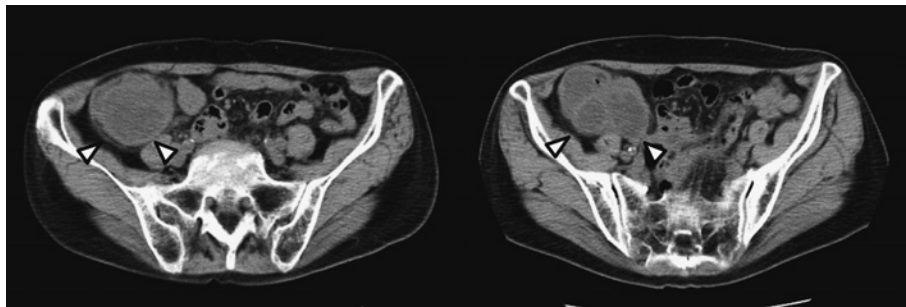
腹部単純 CT (術前, 2018 年 5 月)
